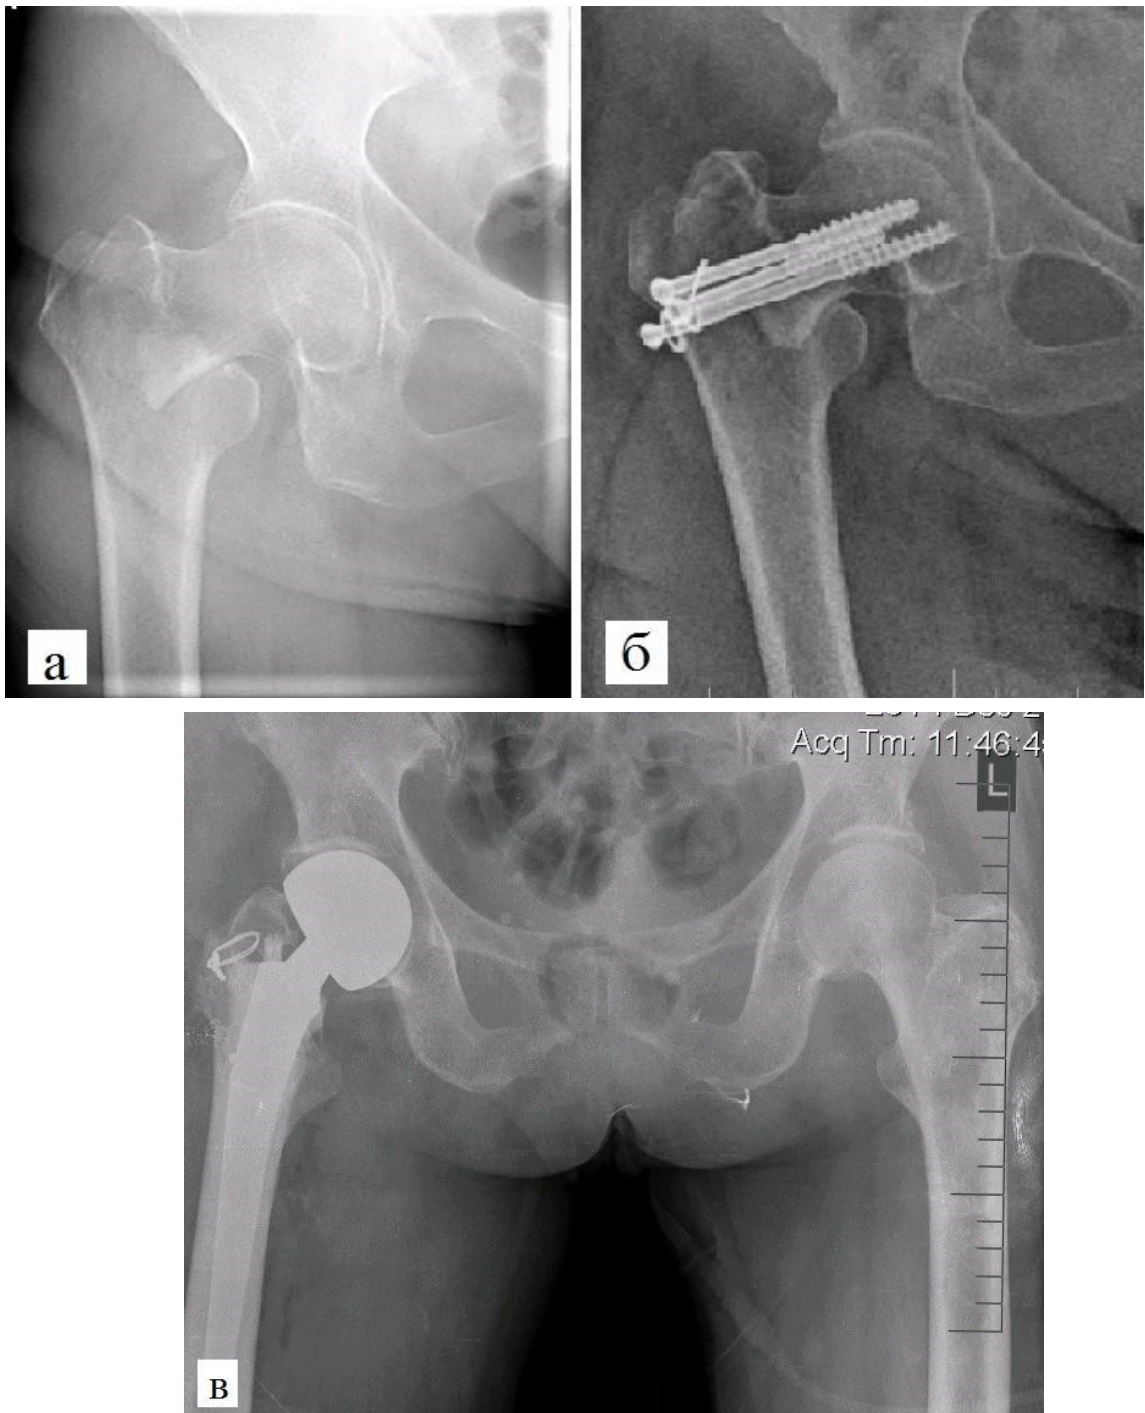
Рентгенограммы пострадавшей 75 лет.
